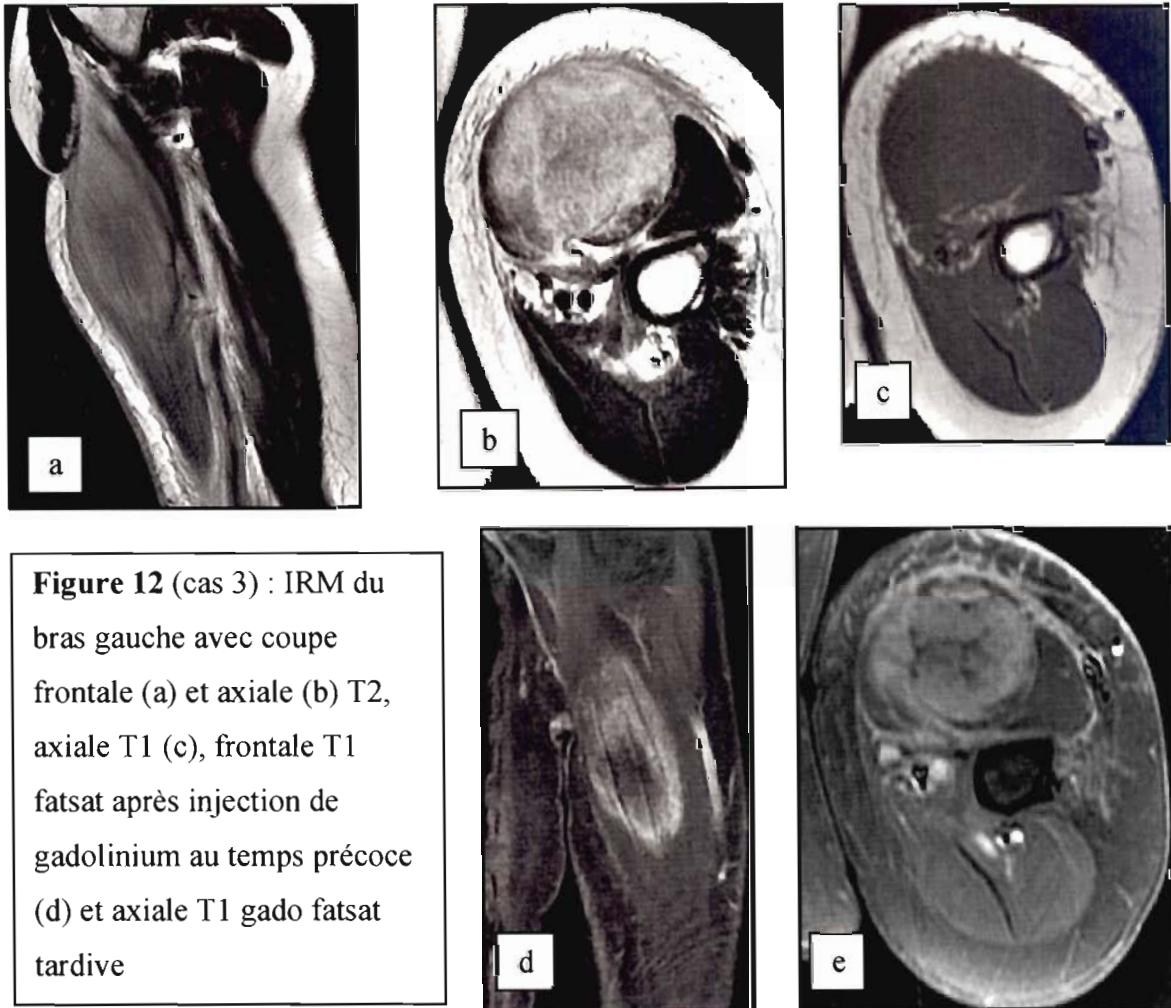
(cas 3) : IRM du bras gauche avec coupe frontale (a) et axiale (b) T2, axiale T1 (c), frontale T1 fatsat après injection de gadolinium au temps précoce (d) et axiale T1 gado fatsat tardive
